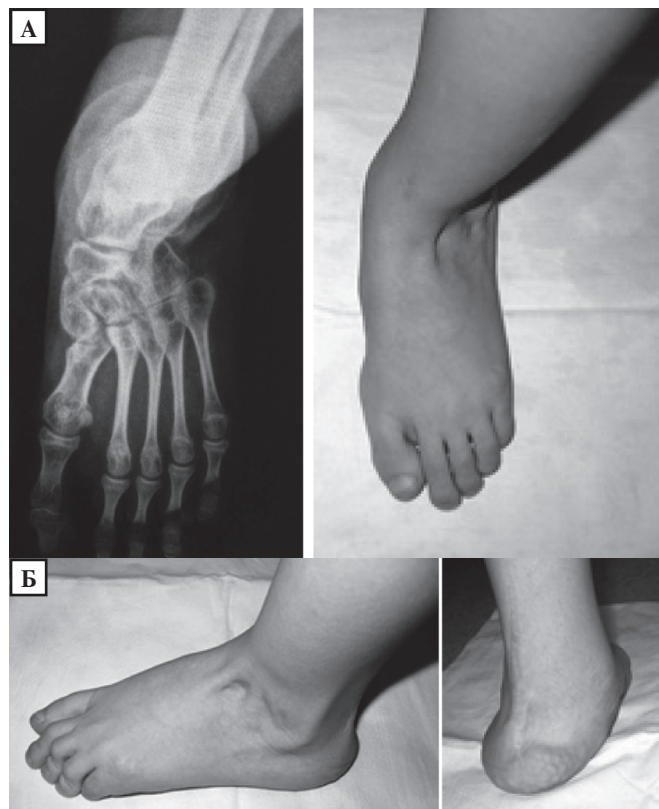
Зовнішній вигляд та фотовідбитки рентгенограм пацієнта К., 6 років із двобічною уродженою клишоногогією. Відзначається гіперабдукція середнього відділу лівої стопи із формуванням серповидної її деформації після лікування УК за I. Ponseti та транспозиції сухожилка переднього великогомілкового м'яза лівої стопи на кубовидну кістку стопи.
